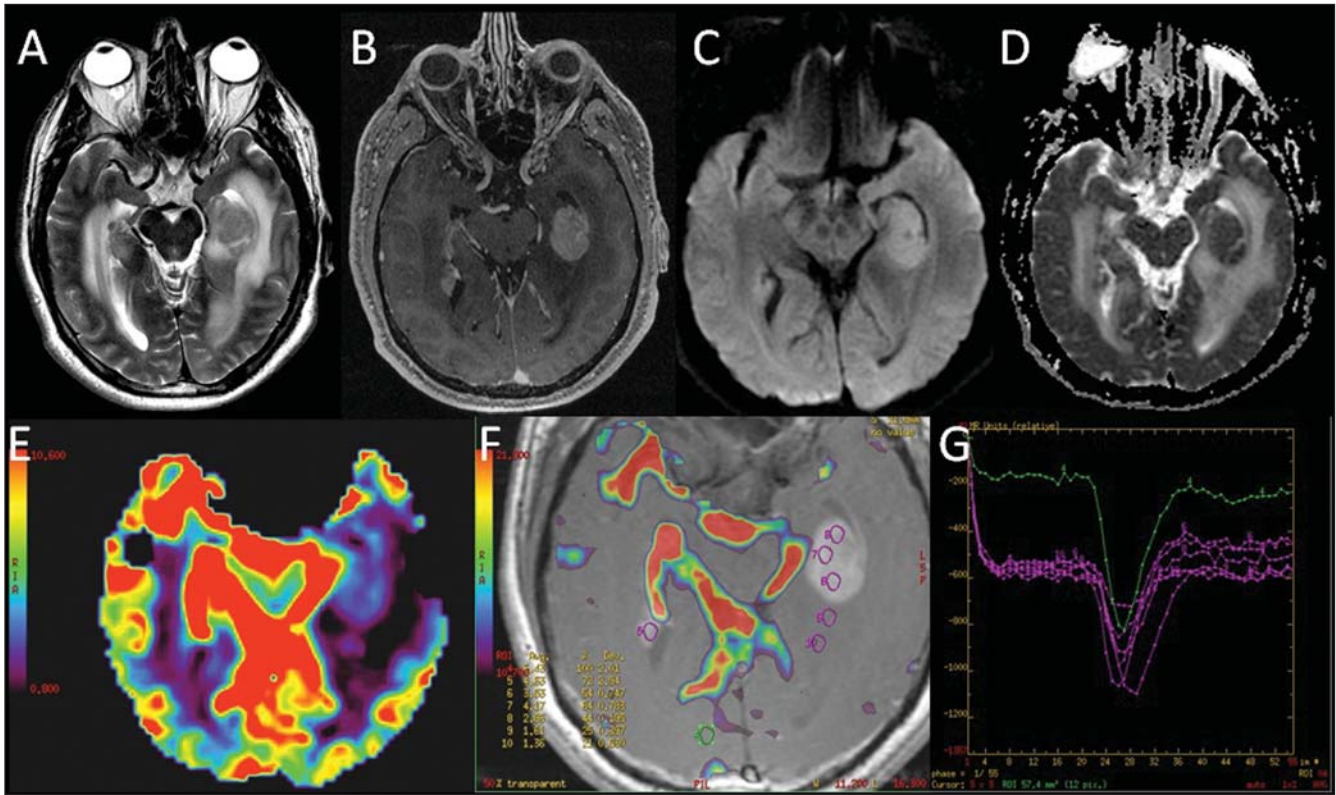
Paciente do sexo masculino, 63 anos. Lesão nodular localizada na região mesial temporal esquerda, com isossinal em T2 (A), acentuado realce pelo contraste nesta lesão (B), além de hipersinal em DWI (C) e hipossinal no mapa de ADC (D), caracterizando restrição à difusão. O mapa de CBV (E) não demonstra aumento perfusional na região captante de contraste, caracterizado pela análise quantitativa em forma de curvas (E,F). Observam-se ainda, na imagem B, focos de realce na superfície de revestimento ependimário do cornu temporal direito, caracterizando disseminação líquórica. (Caso gentilmente cedido pelo Dr. Cassio Iwakura, do Hospital Vera Cruz de Campinas).
